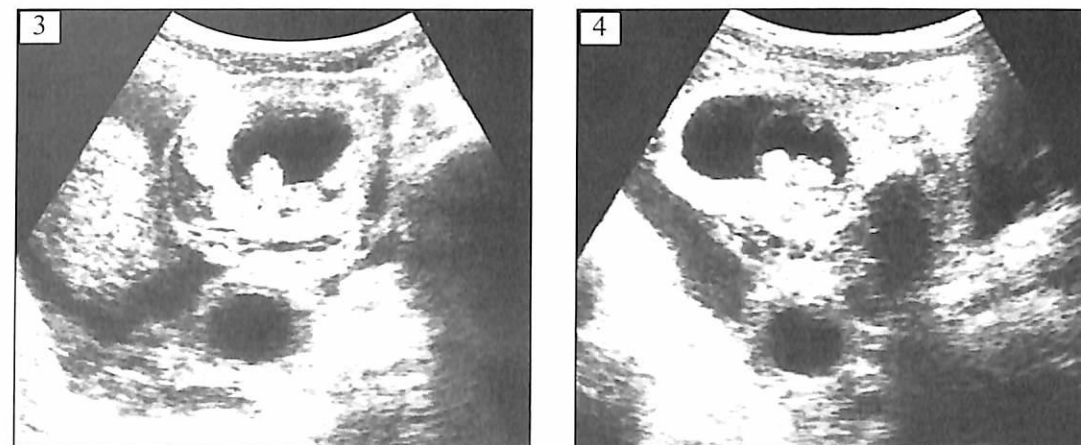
(1–4). Прогрессирующая (в том числе и в момент выполнения УЗИ) до 9 НБ ампулярно-трубная беременность с явлениями острого нарушения — массивным кровотечением в полость м/таза (общирный гемопельвиоперитонеум).
